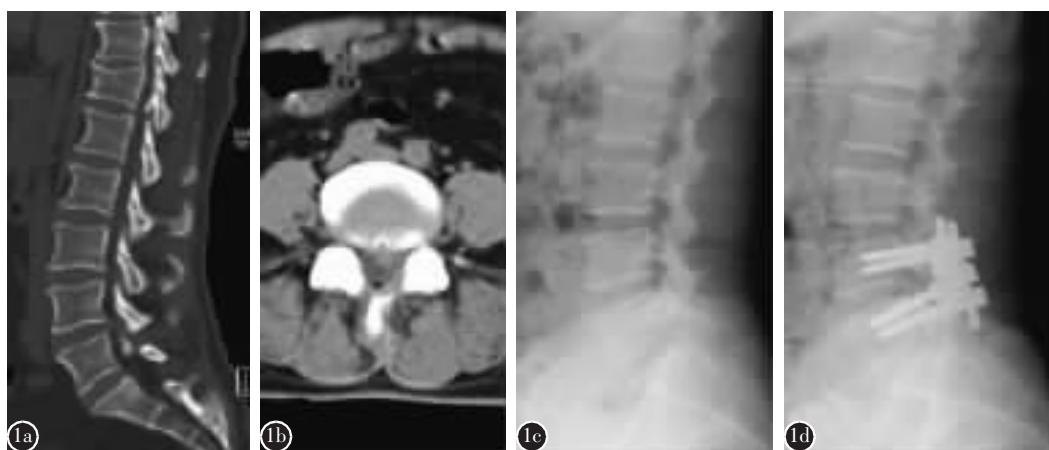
患者女性, 60 岁 a、b 矢状位和横断位 CT 扫描示 L4/5 腰椎间盘旁中央型突出(中央偏左) c、d 术前和术后腰椎侧位片, 术后腰椎生理弯曲满意, Isobar 位置满意
